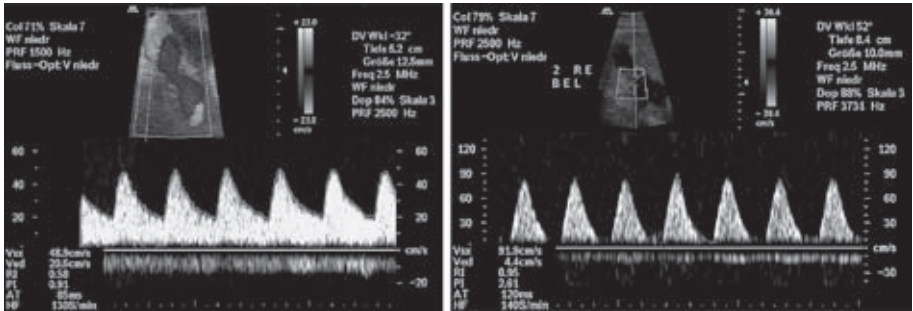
Doppleruntersuchung der Arteria umbilicalis im dritten Trimester. (A) normaler umbilikaler Fluss mit positivem enddiastolischem Fluss; (B) pathologischer Fluss mit Verlust des enddiastolischen Vorwärtsflusses. Die Pulsatilitäts- und Resistance-Indices (PI und RI) sind angezeigt.
